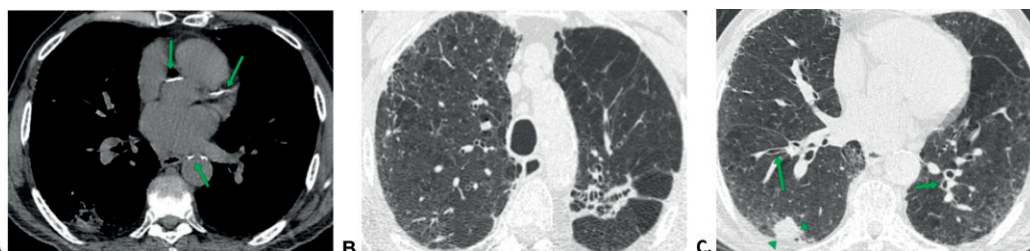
COPD patients with additional features in chest CT (A – C). In A and B, CT image of the same patient show emphysematous destruction of lung parenchyma and calcification in the aorta and coronary arteries. In C, CT image reveals a suspicious lung nodule (green arrowhead), as well as emphysema and bronchial wall thickness (green arrow). Courtesy Dr. Pedro Augusto Gama Carpentieri Primo.
